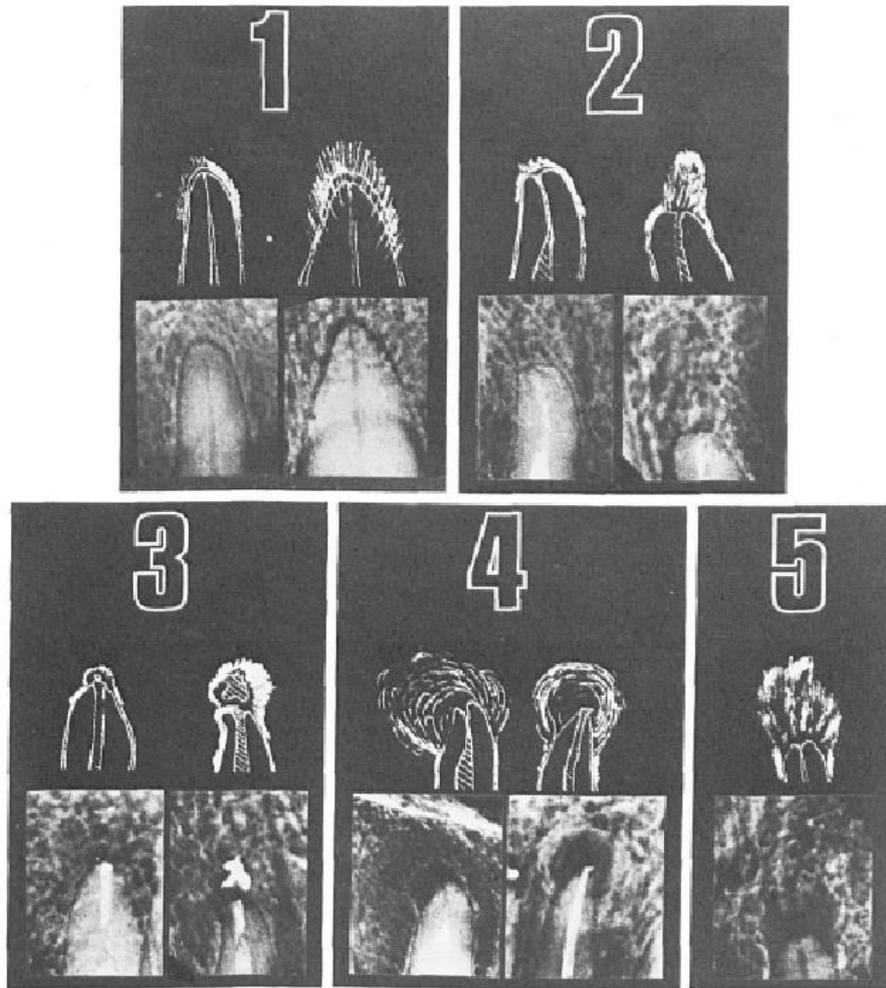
Radiographies de références représentant les images correspondant aux différents scores du PAI (6)
